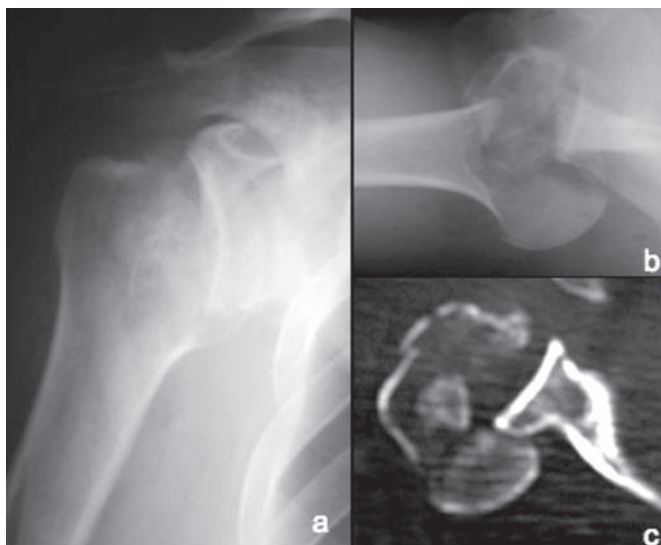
Fratura (do colo cirúrgico) luxação posterior, ombro direito com lesão de McLaughlin grande (caso 1): a) AP corrigido; b) perfil axilar e c) tomografia axial computadorizada.
